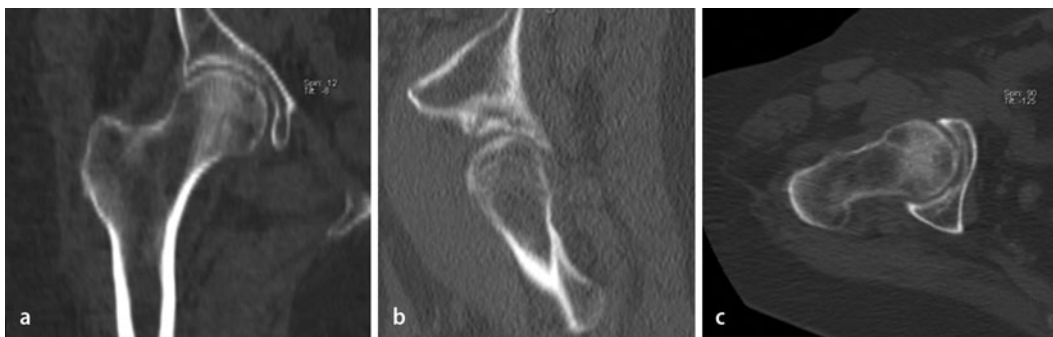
◀ Die a koronaren, b sagittalen und c axialen Schichten der Nativ-CT des Beckens zeigen auch retrospektiv keine Kortalisunterbrechung
